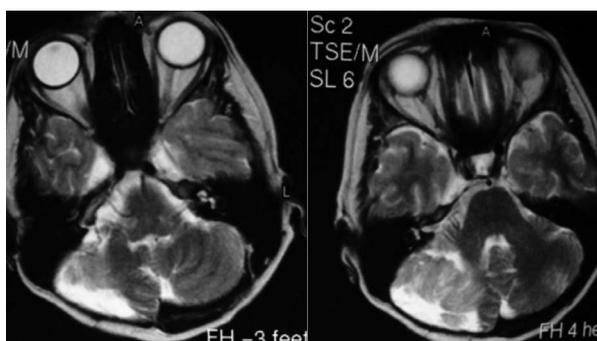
МРТ головного мозга в режиме T2-взвешенных изображений (2004) пациентки К. Состояние после частичного удаления опухоли в 1997 г. Размеры остатка опухоли 5,0 × 5,7 × 4,0 см
